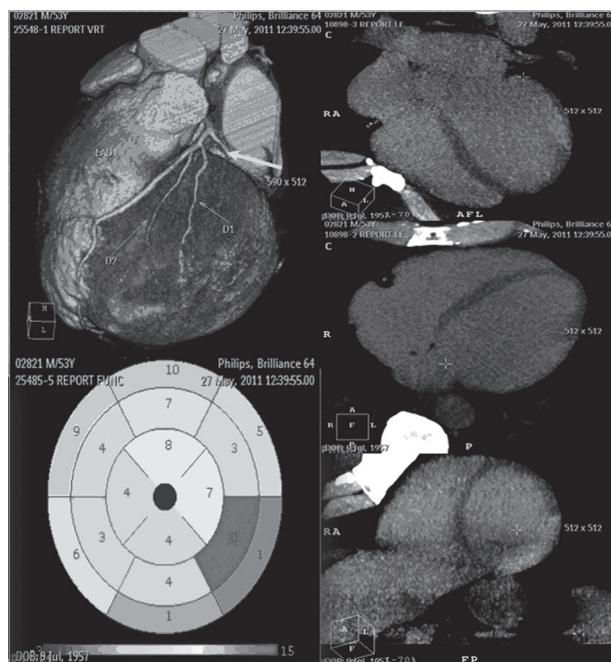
МСКТ. Трансмуральный инфаркт миокарда ЛЖ. Оклюзия проксимального отдела огибающей ветви ЛКА (толстая стрелка). Признаки трансмурального инфаркта в задне-боковых сегментах базальных и средних отделов ЛЖ с гипокинезией на этом уровне
